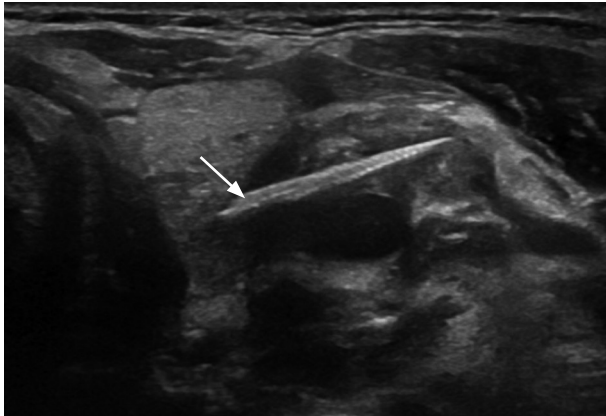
Ultrasonographic finding. A linear calcified lesion (arrow) in left thyroid lobe was identified.
